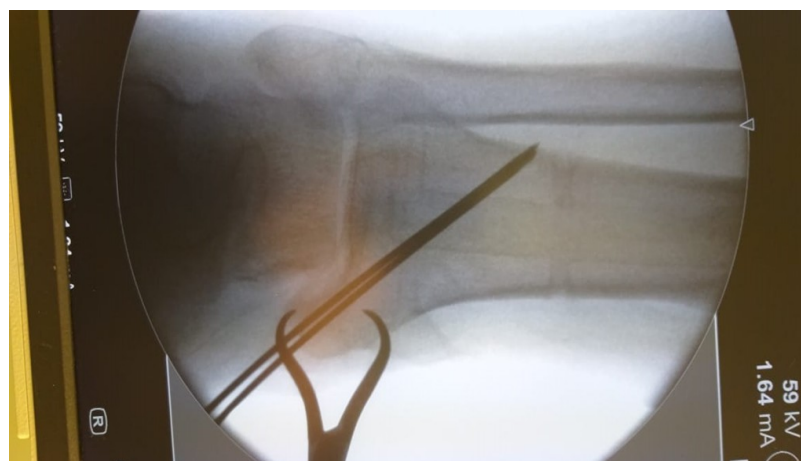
Рентгенография сустава в прямой проекции после репозиции и фиксации спицами
